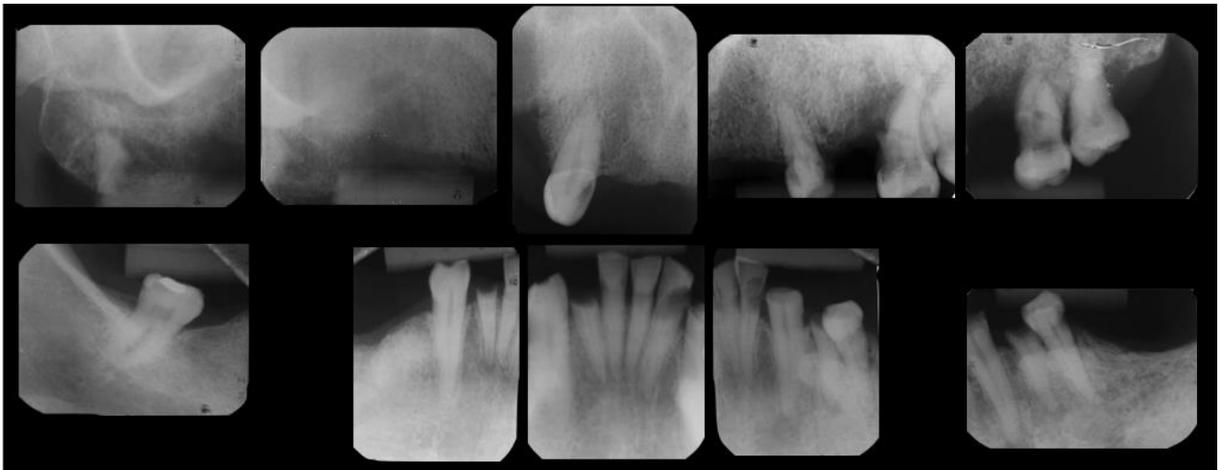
Radiografias periapicais dos dentes superiores e inferiores*. Além da raiz residual do 17 (presumível), é possível observar diversas lesões cariosas em região cervical, atrição coronal no 42, 33 e 34, lesões periapicais no 32, 43 e 44, e perda óssea alveolar generalizada. O aspecto sugestivo de ORN é visualizado com maior detalhamento. Ainda é possível observar a ocorrência de torus mandibular.
